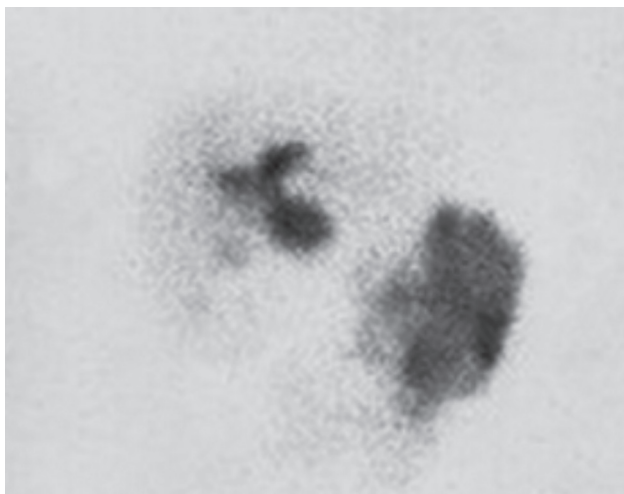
Сцинтиграфический признак смешанной формы кисты общего желчного протока – сочетание типичного сферического расширения общего желчного протока и цилиндрической дилатации обоих долевых протоков
